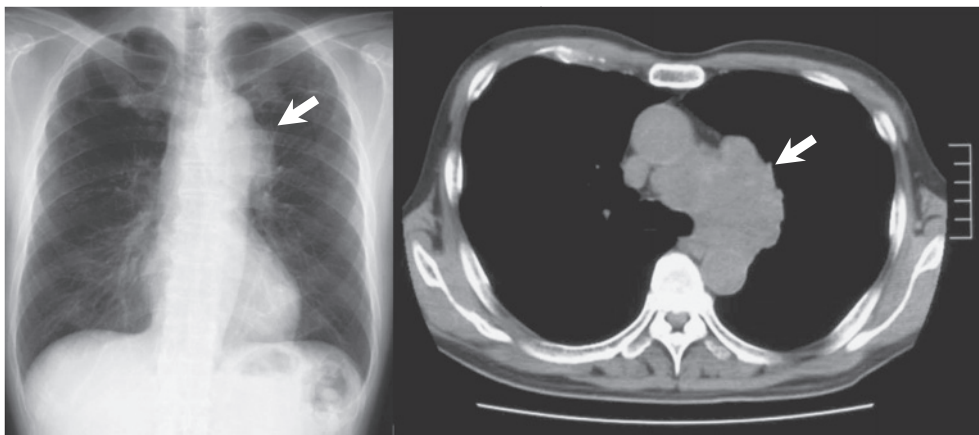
Chest X-ray (left) and chest CT scan (right) on admission show a 6×5 cm mass shadow (arrows) in the left upper lung, with lymph node swelling.
